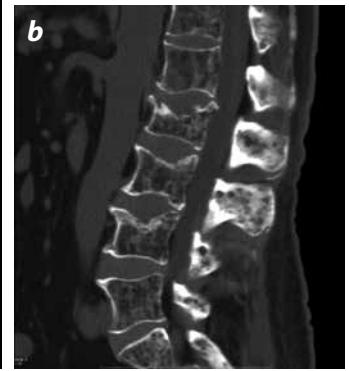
a) Radiografía lateral de columna lumbosacra: fractura de L2, retrolistesis de L2 y de L3, osteopenia difusa y marcados cambios espondiliosicos. b). Reconstrucción sagital de TC simple de columna: extenso patrón osteolítico moteado en todos los cuerpos vertebrales y apófisis espinosas, confirma el hallazgo de fractura patológica de L2.
